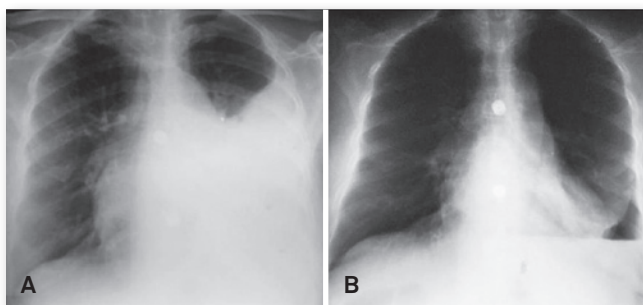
(A) Radiografia de tórax evidenciando derrame pleural à esquerda. (B) Após a drenagem.
